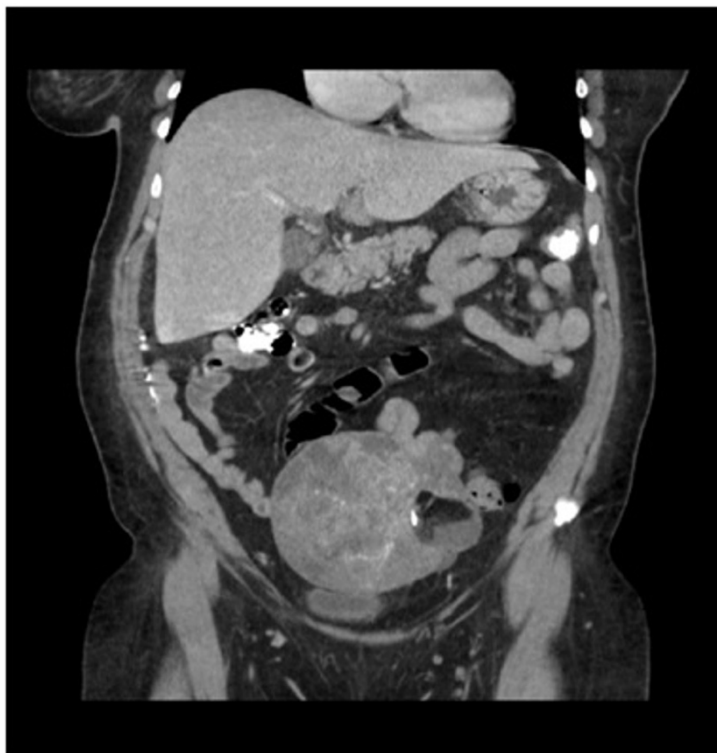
Reconstrucción coronal de TC Abdominopélvico en fase portal. Se visualiza una masa pélvica, dependiente de anejo izquierdo, con focos de densidad calcio y grasa y áreas hipercaptantes. Hallazgos compatibles con teratoma.
